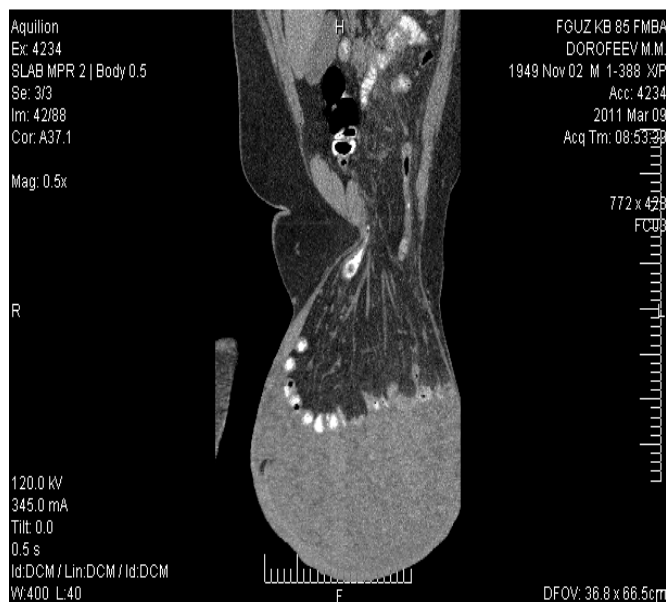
CT of pelvic organs, frontal section
